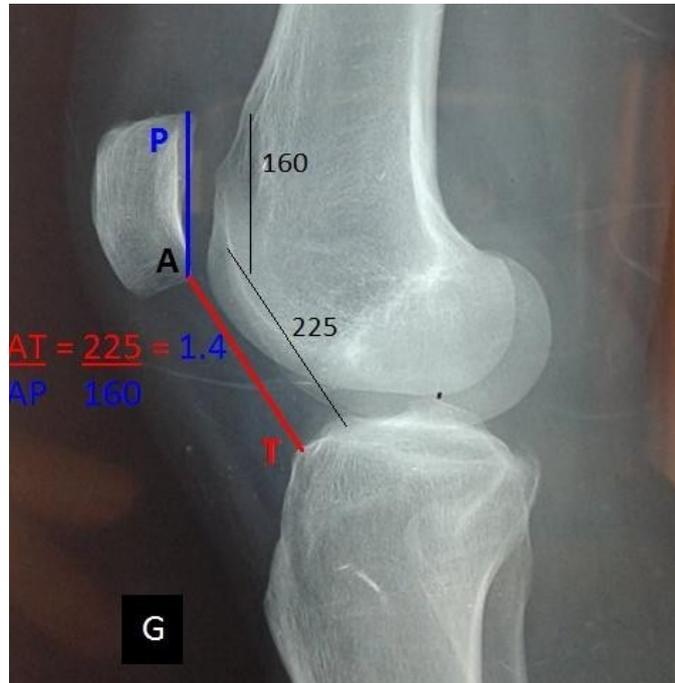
Radiographie du genou profil montrant la mesure de l'index de CATON et DESCAMPS
